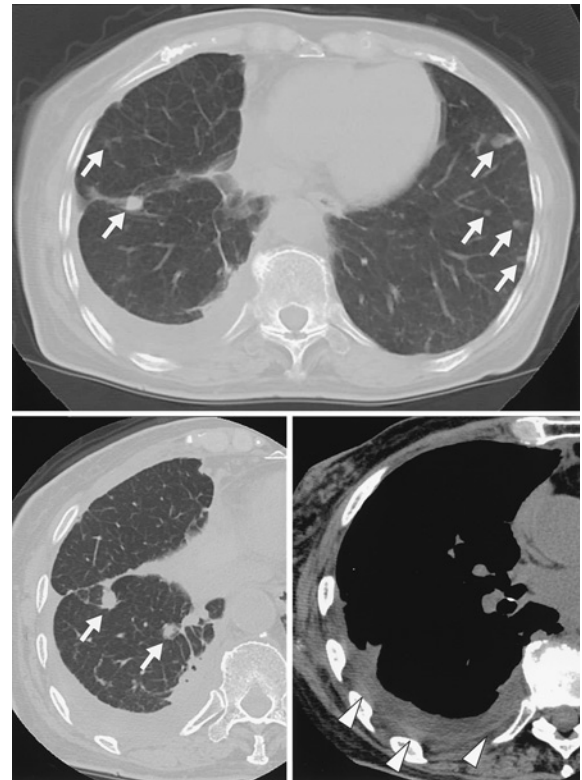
Chest CT scan on admission shows multiple nodular shadows in both lung fields (arrows), right pleural effusion, and right pleural thickening (arrowheads).
